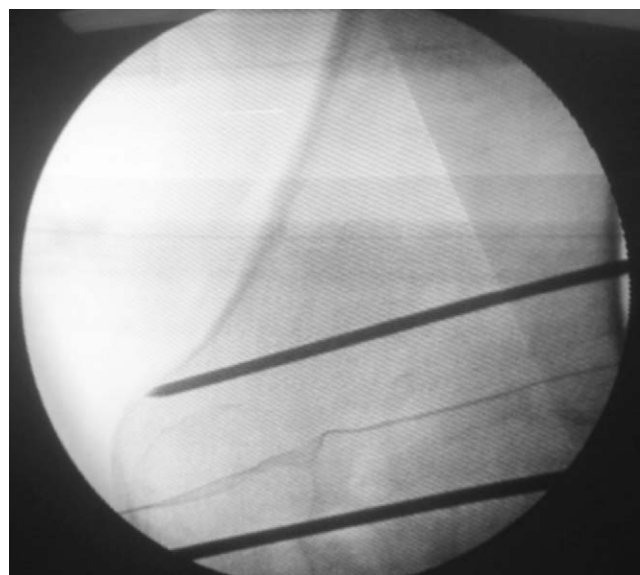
Radiographie peropératoire montrant l'emplacement de la deuxième broche guide parallèle à l'interligne.
